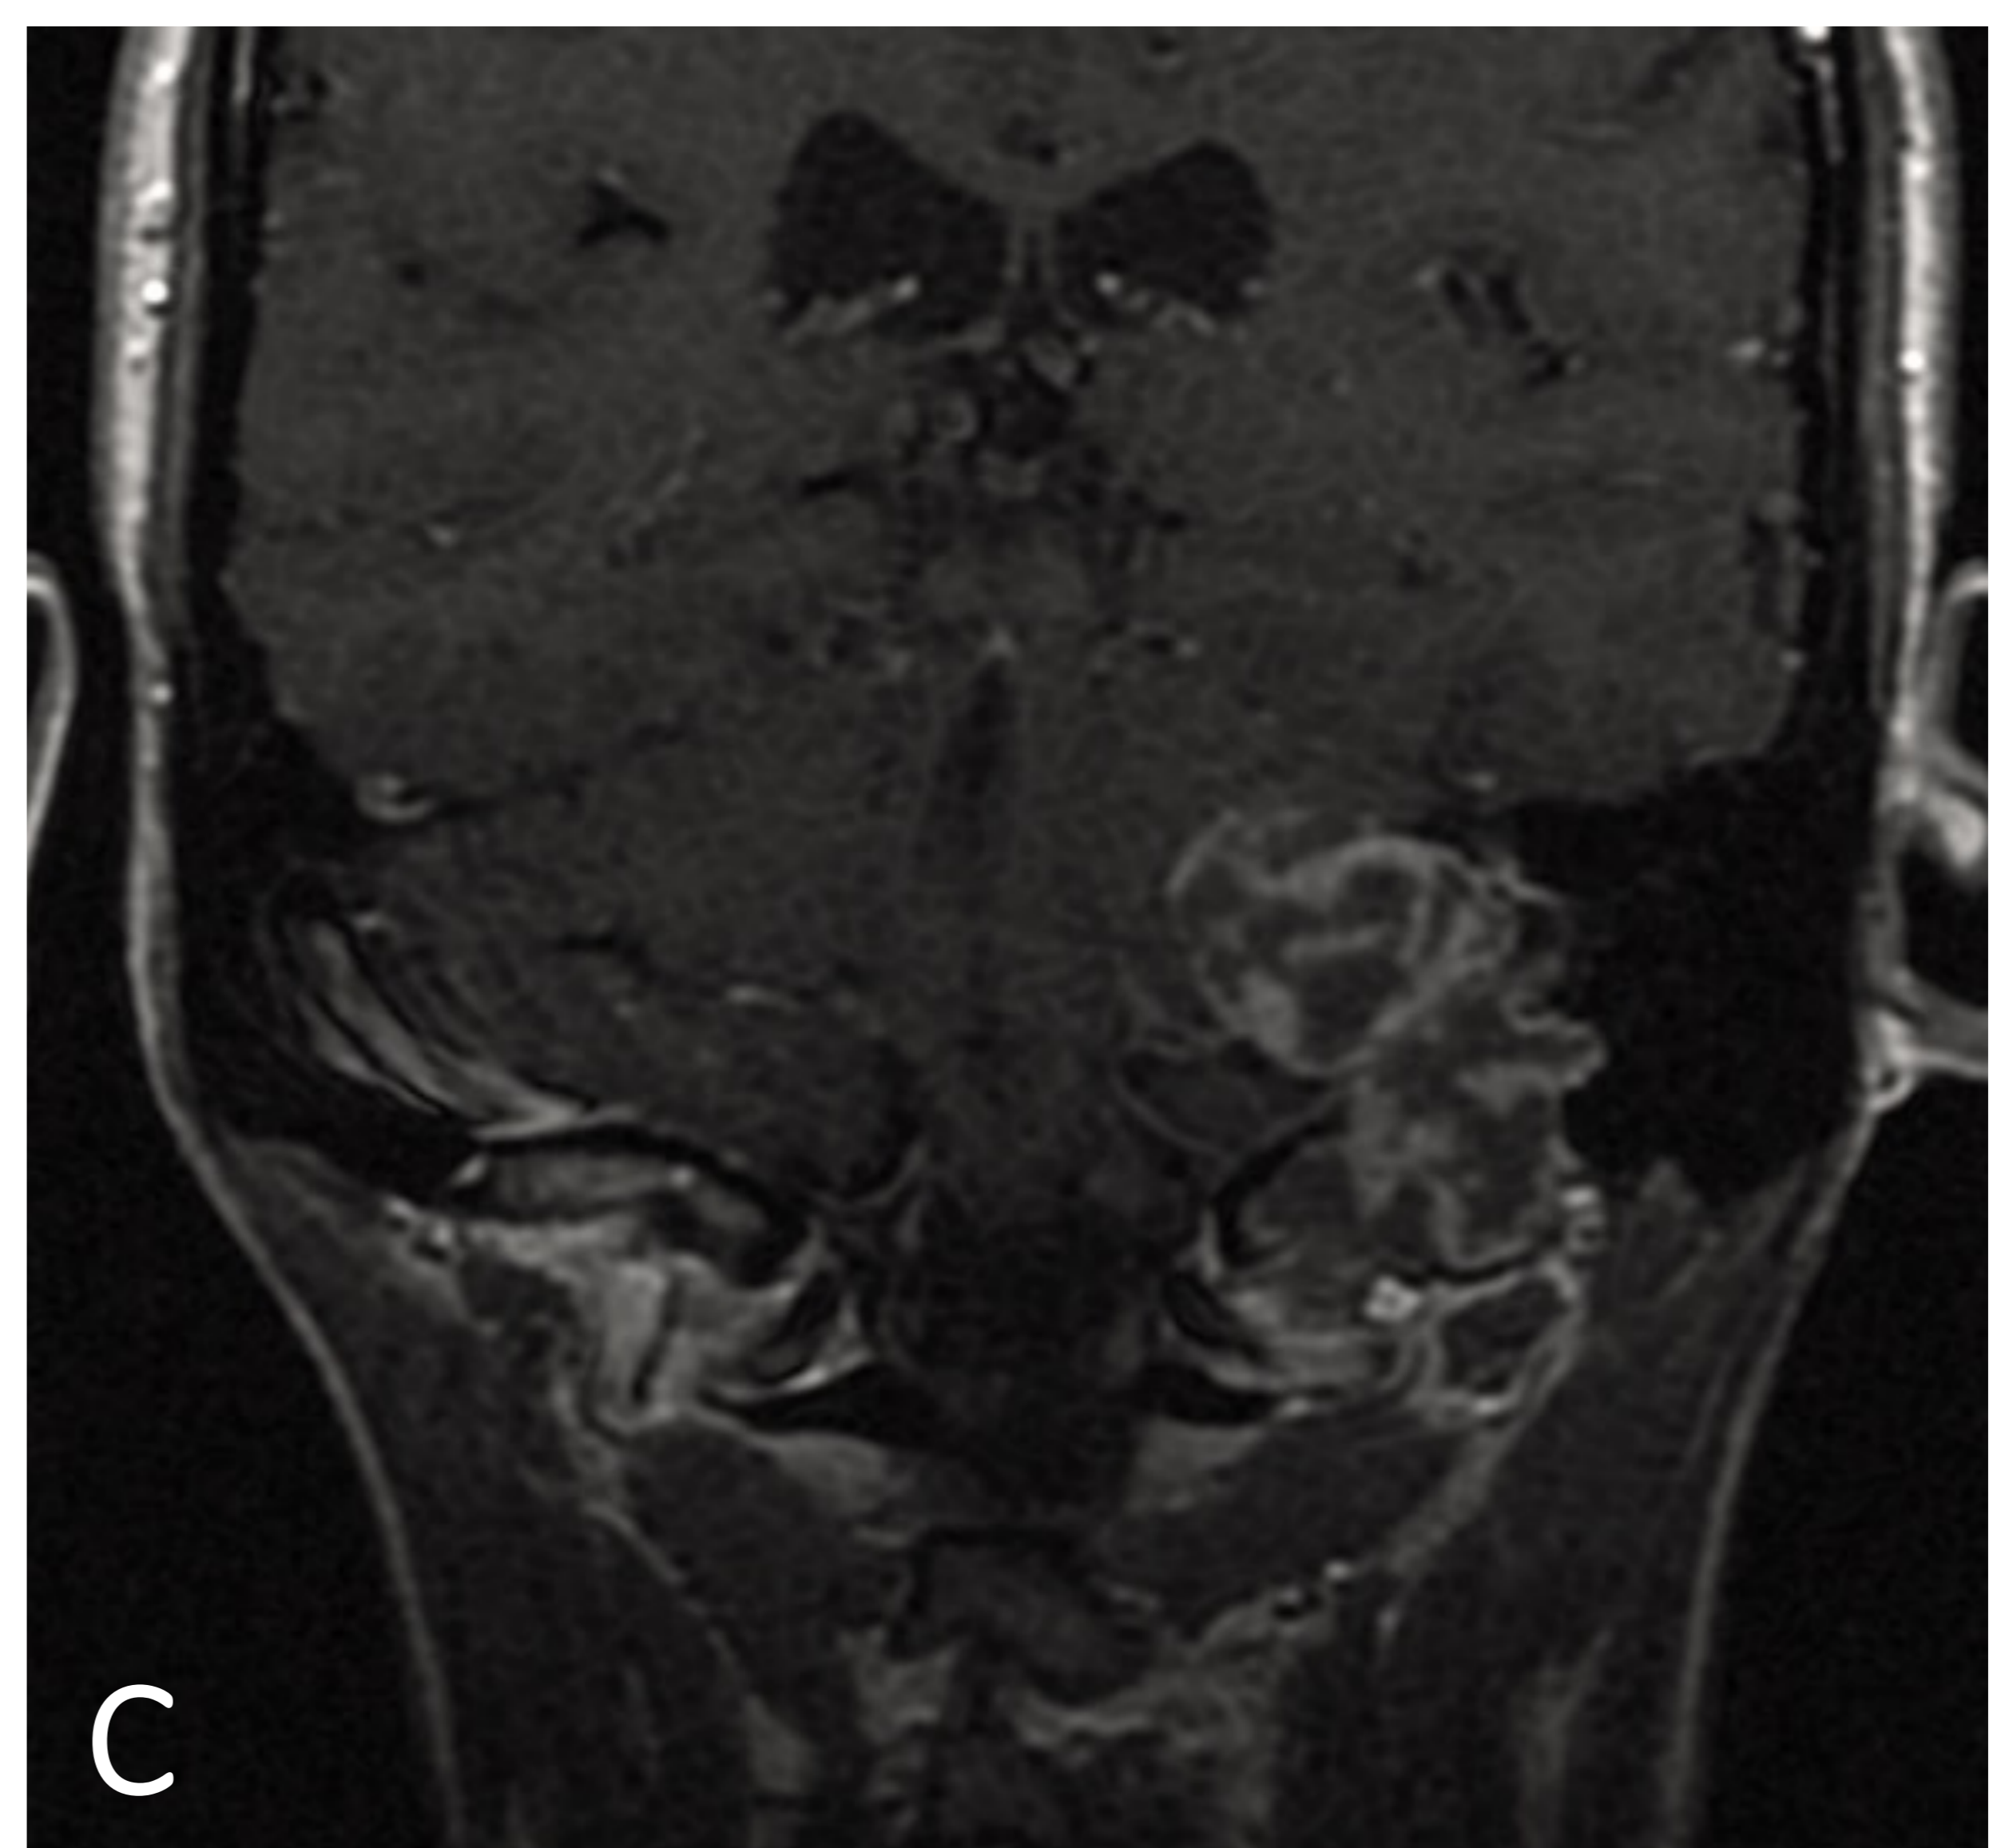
RM T1 + C (Coronal). Comportamiento atípico de meningioma, que muestra un realce heterogéneo periférico y abigarrado. (AP: meningioma psamomatoso)
